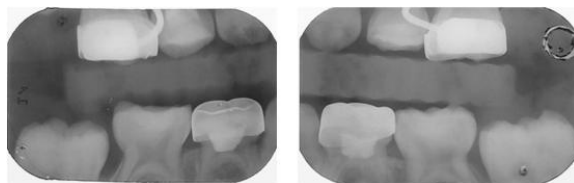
Radiografías Finales del 5/ 2/ 10. Fotos: Postgrado de Odontología Infantil
